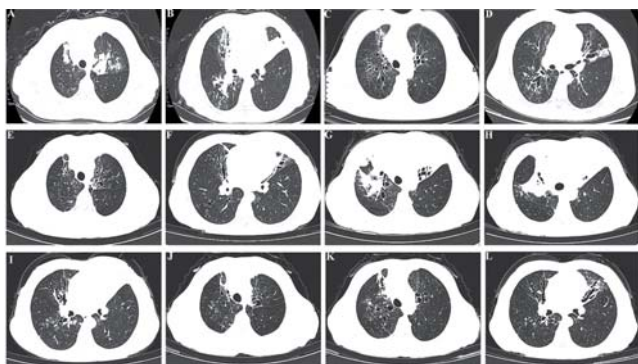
1例变应性支气管肺曲霉病患者胸部 CT 表现
